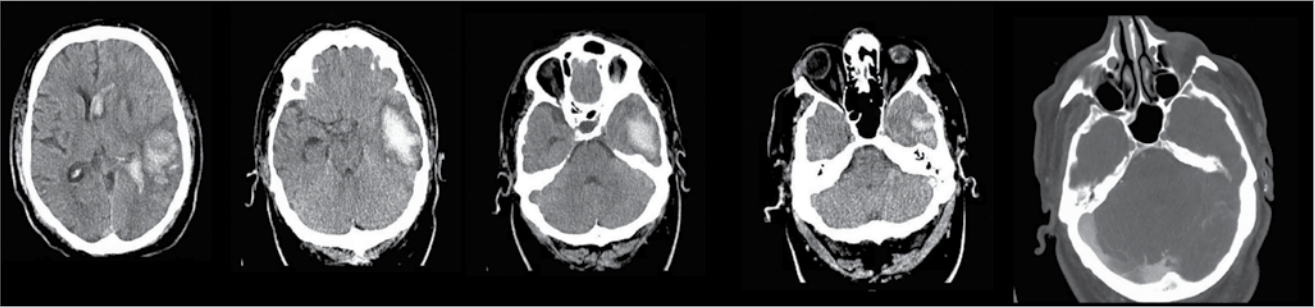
КТ головного мозку пацієнта А.
